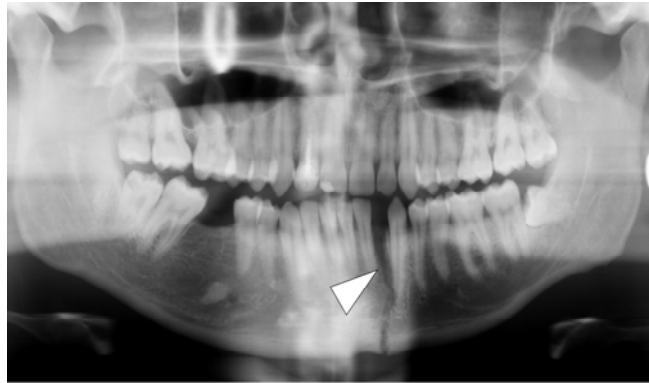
Рентгенограма зламу нижньої щелепи у хворого Н., 22 років, до лікування
